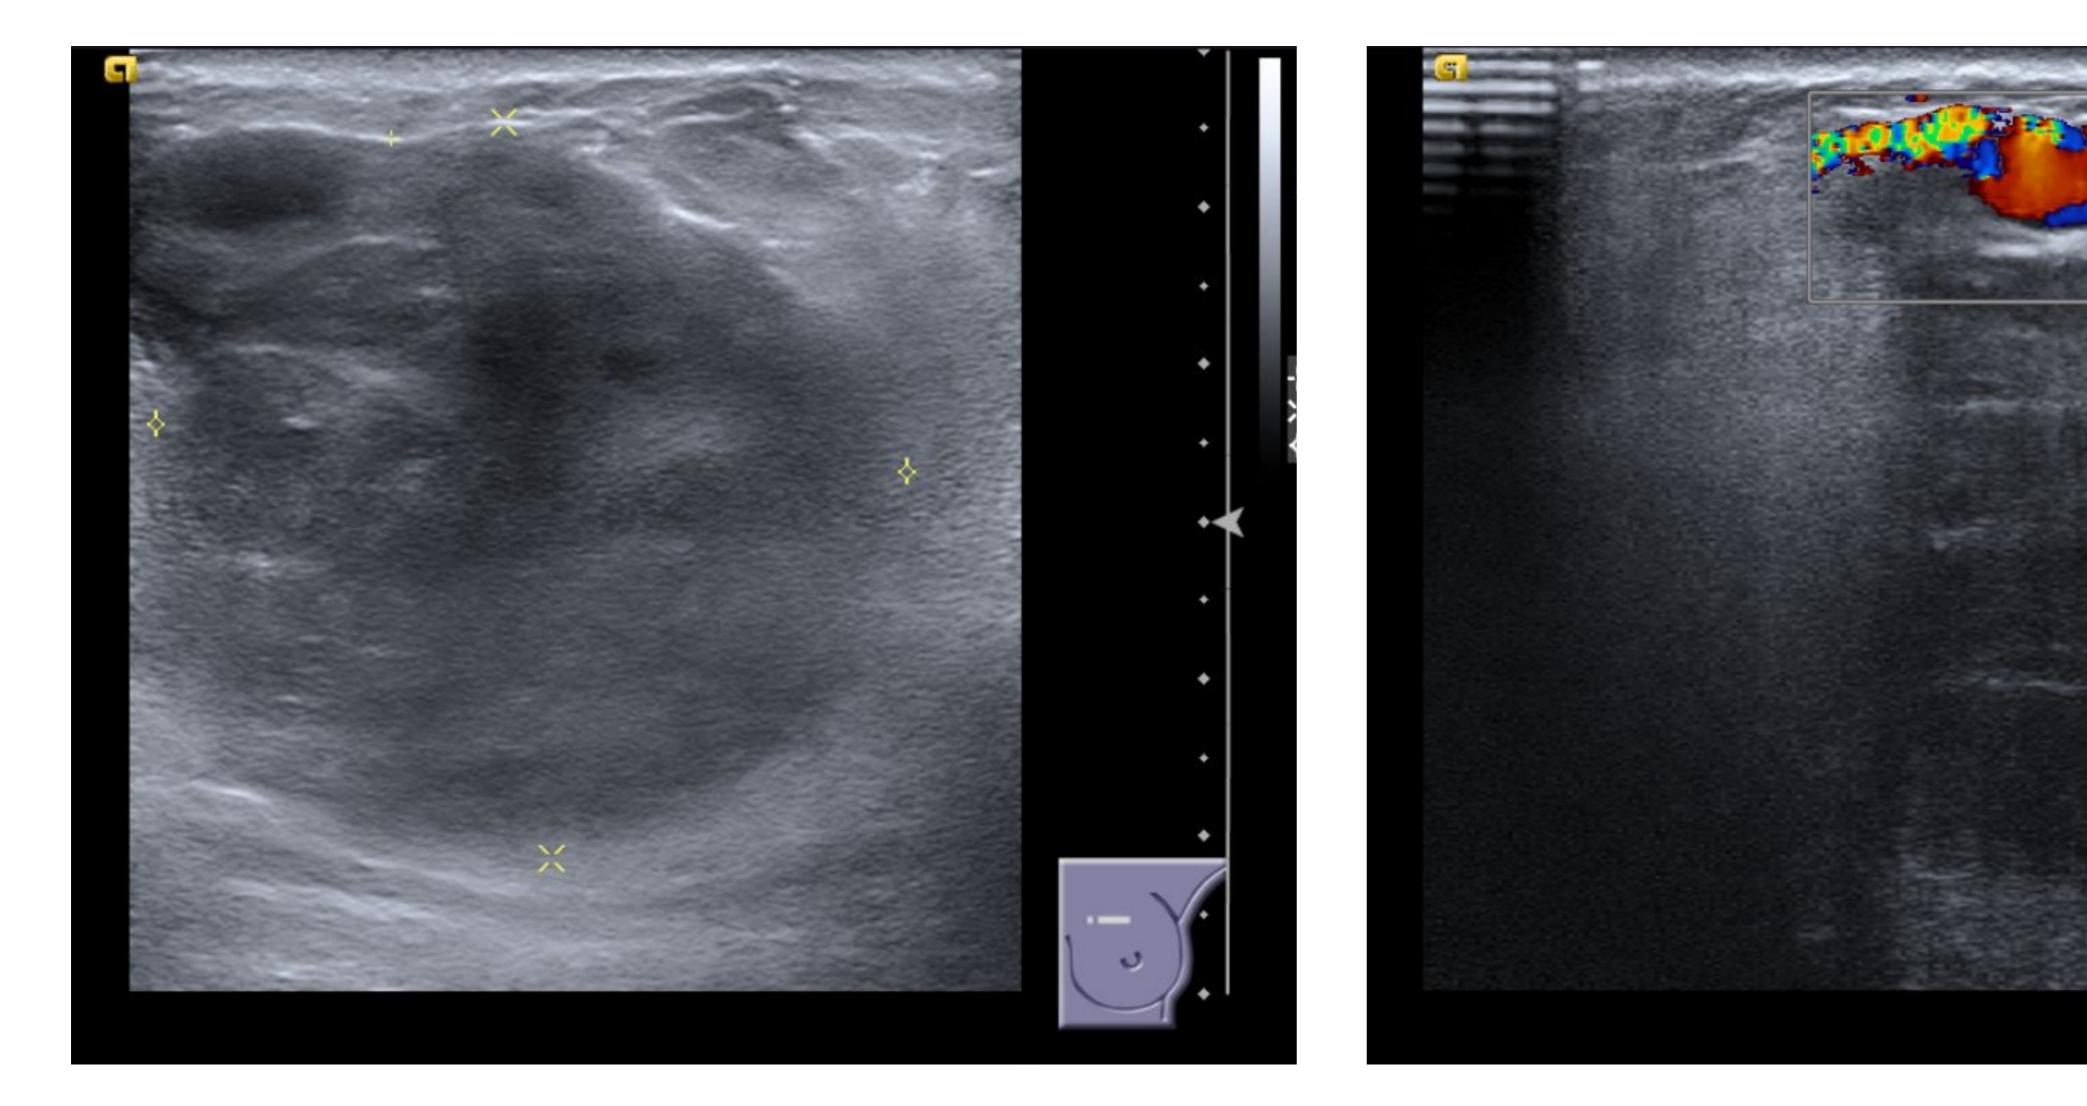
Pseudoaneurisma; extenso hematoma con flujo Doppler, se completa con TC urgente
